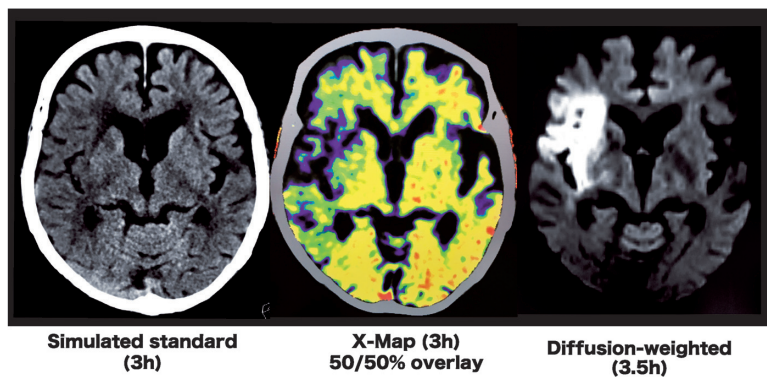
90歳代女性の脳梗塞患者のCTを示す。物質弁別の技術を使って特殊な処理を加えた画像(中央)でより鮮明に右の前方循環における脳梗塞が描出されているのがわかる(画像は富山大学、野口京教授のご厚意による)。
